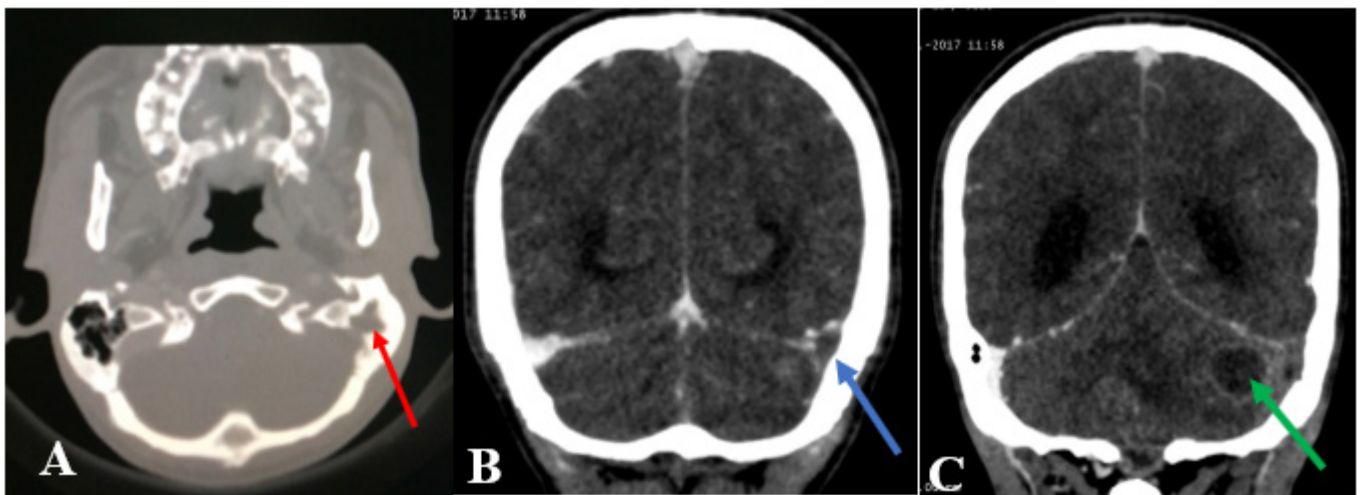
B et C : TDM cérébrale avec injection de PDC : mastoïdite gauche compliquée de d'abcès cérébelleux et de thrombose du sinus latéral homolatéral.
